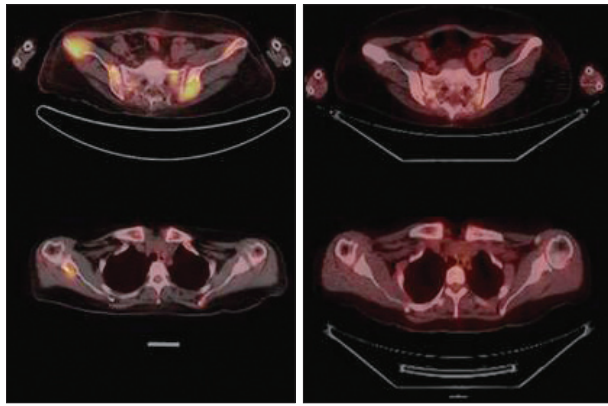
Transverse sections of PET-CT(positron emission tomography-computed tomography) scan at Brown tumor(preop and postop). Preop PET-CT scan shows increased uptake of multiple focal hypermetabolic lesions.
